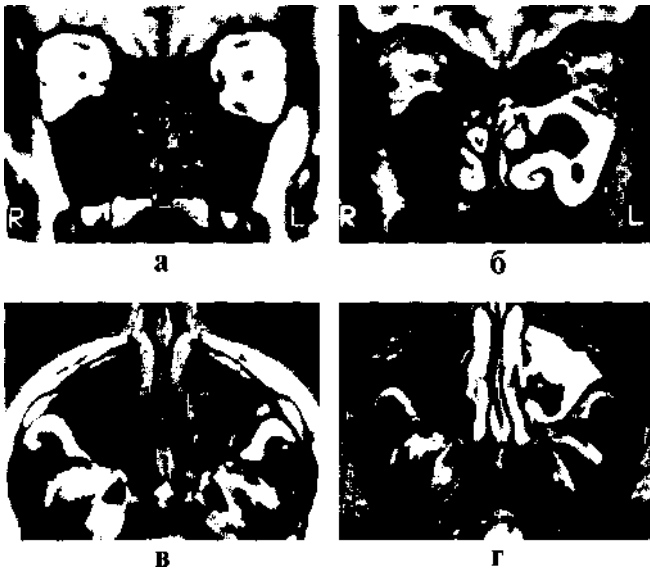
Магнитно-резонансная томография пациента с хроническим инвазивным грибковым синуситом: а) T1- и б) T2-взвешенное изображение, коронарная проекция; в) и г) то же, аксиальная проекция. На фоне выраженных воспалительных изменений слизистой оболочки левой верхнечелюстной пазухи в ее верхне-медиальном отделе определяется область, лишенная сигнала. Деструктивные изменения распространяются на медиальную стенку пазухи.
